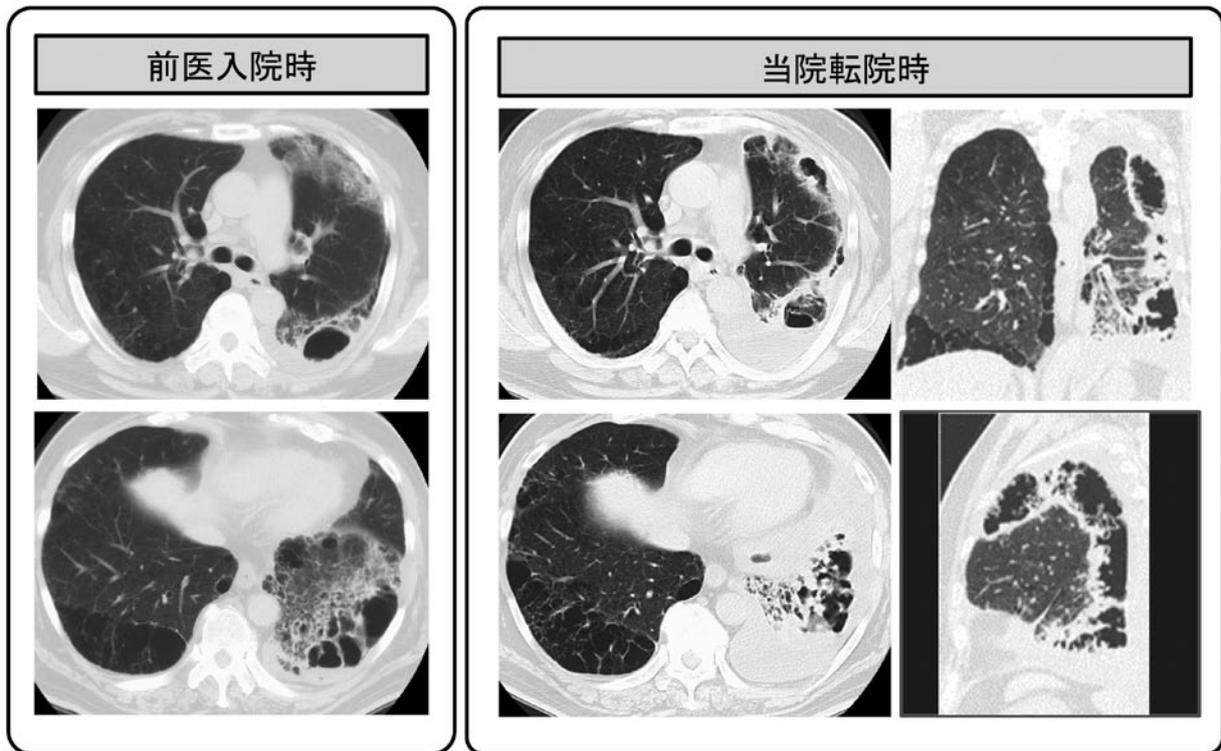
胸部単純CT. 前医入院時(左)には両肺の気腫性変化を背景に左肺野に非区域性のすりガラス陰影, 浸潤影を認める. 少量の左胸水貯留を認める. 当院転院時(右)には左肺外側胸膜直下に上下葉にわたって壁肥厚・不整を伴う空洞性病変を認め, 左胸水貯留増加を認める.
